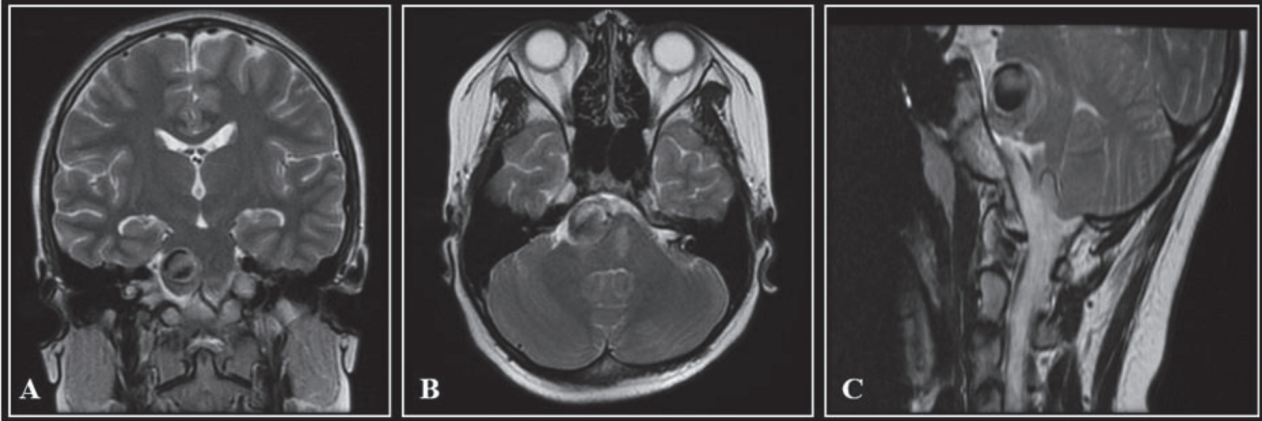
МРТ-головного мозга в режиме T2.
